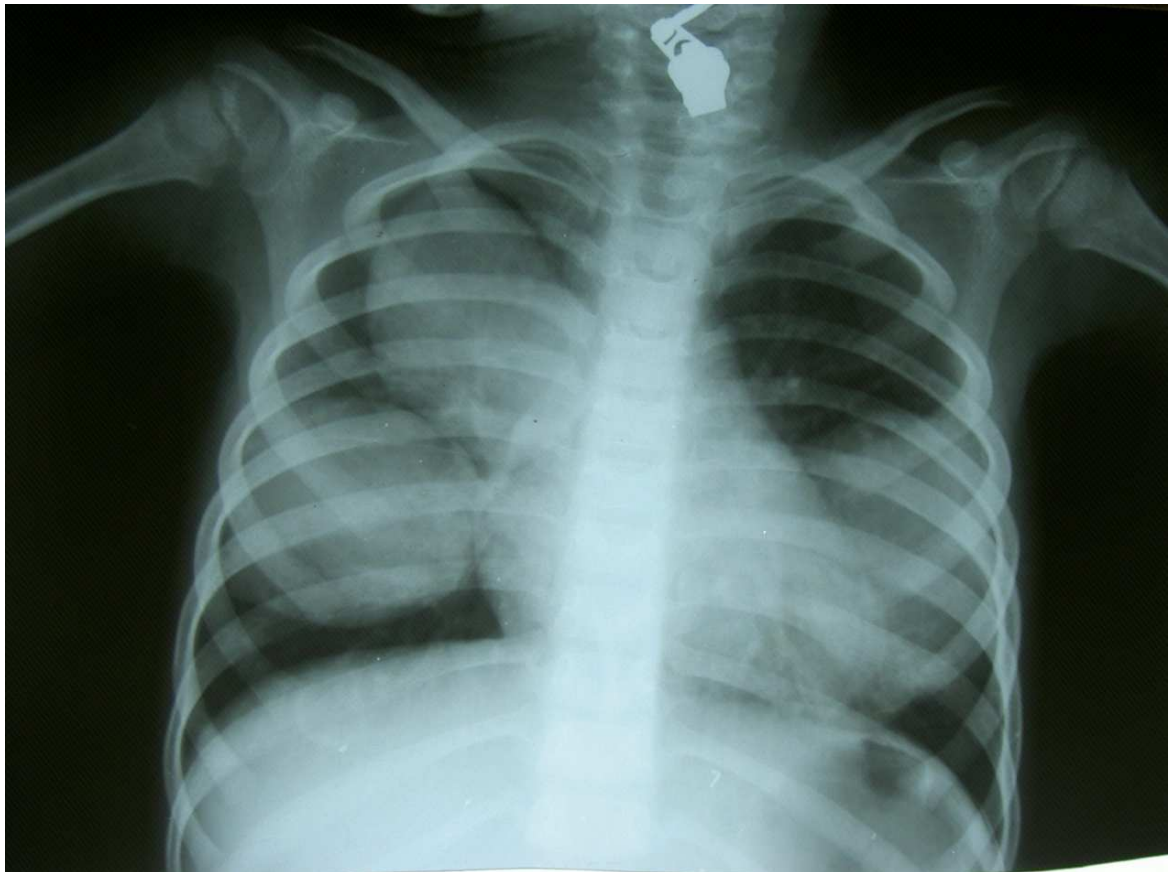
Radiographie thoracique de face montrant trois opacités arrondies occupant les deux champs pulmonaire (deux à droite et une à gauche) en rapport à un KHP bilatéral et multiple.
